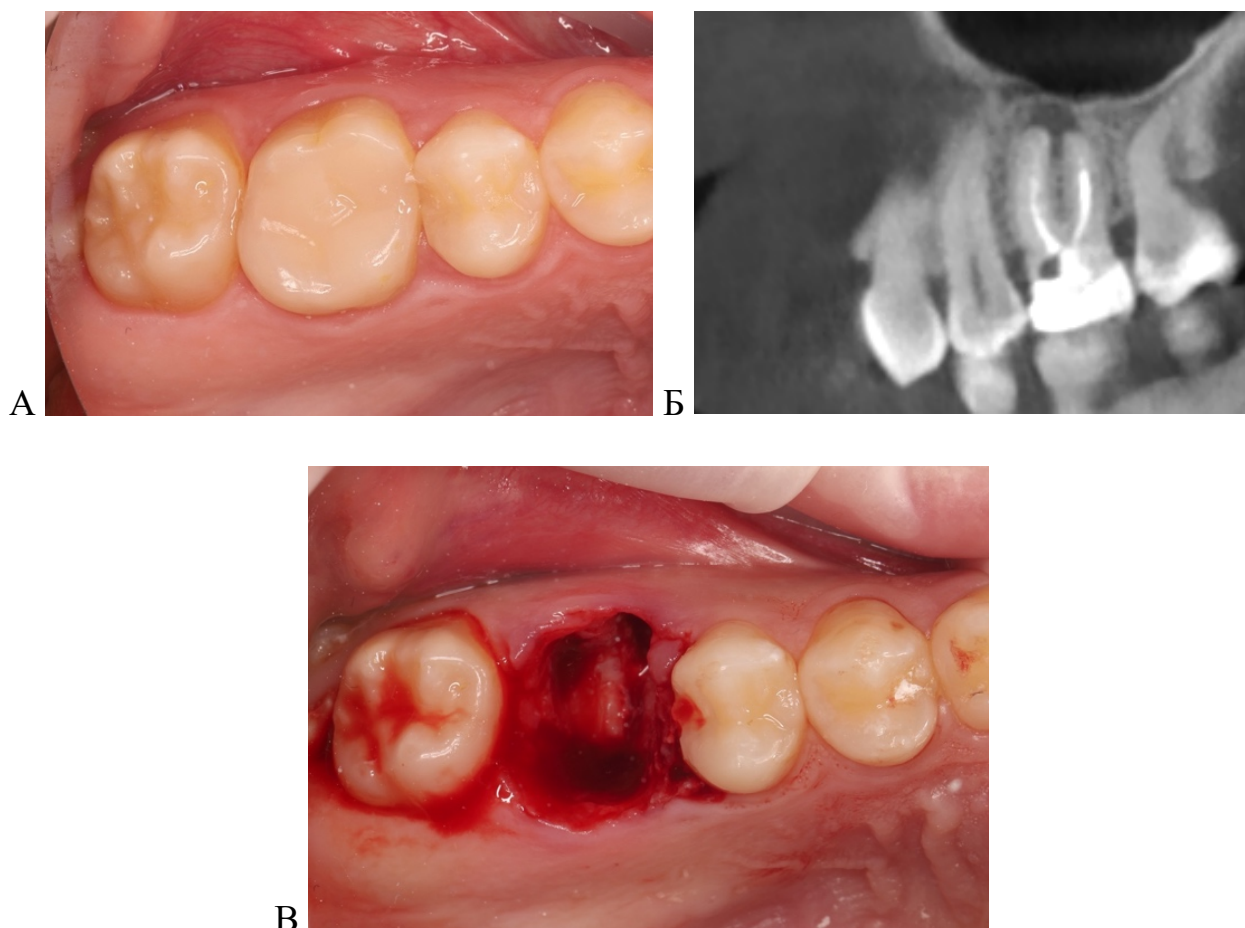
Подготовка реципиентной лунки: А – область планируемого вмешательства; Б – рентгенологический контроль; В – внешний вид лунки удаленного зуба
